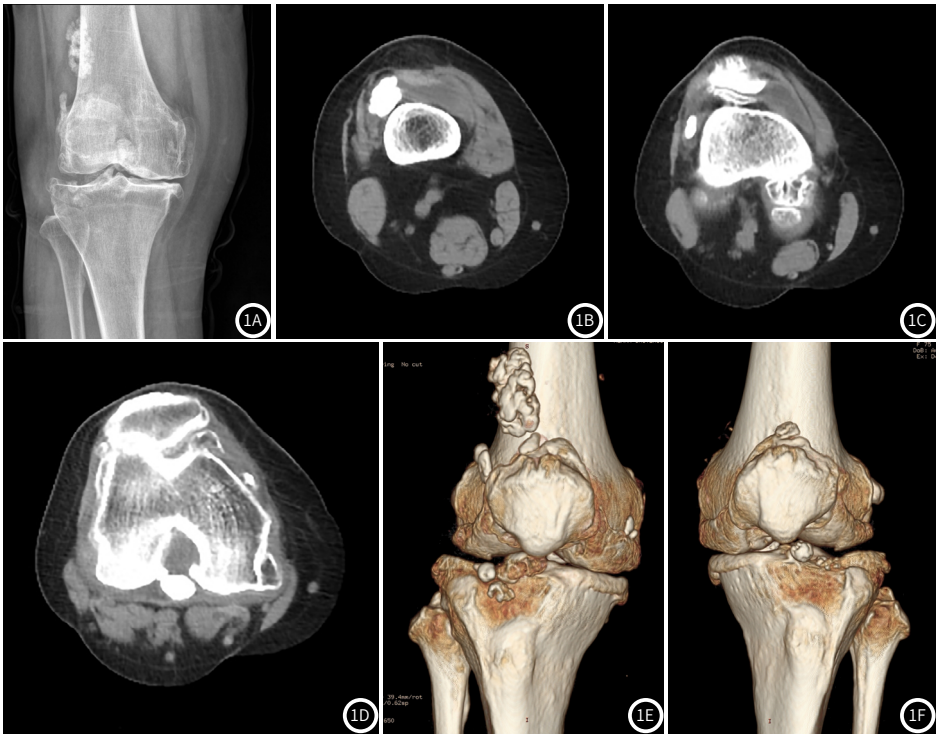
患者女，75岁，双膝关节疼痛、绞索3年，加重1年双侧膝关节X线片(图1A)、平扫(图1B~图1D)及三维重建示(图1E~图1F)：双侧膝关节组成骨可见多发骨质增生影，双侧膝关节腔内可见结节状游离体影。CT平扫示双侧膝关节腔内可见积液。
